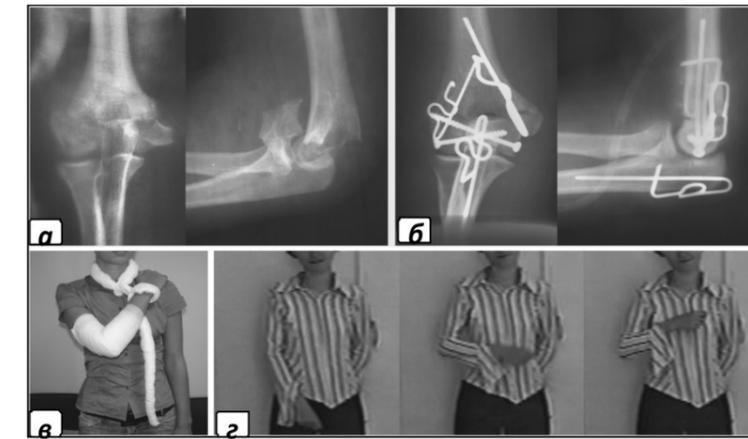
Фото рентгенограммы и больной С., 19 лет, с полным внутрисуставным переломом дистального сегмента плечевой кости (тип C2): а - до лечения; б - через 2 суток после операции; в - через 12 суток после остеосинтеза, конечность фиксирована повязкой по Блаунту; г - функция руки через 4 недели после операции
